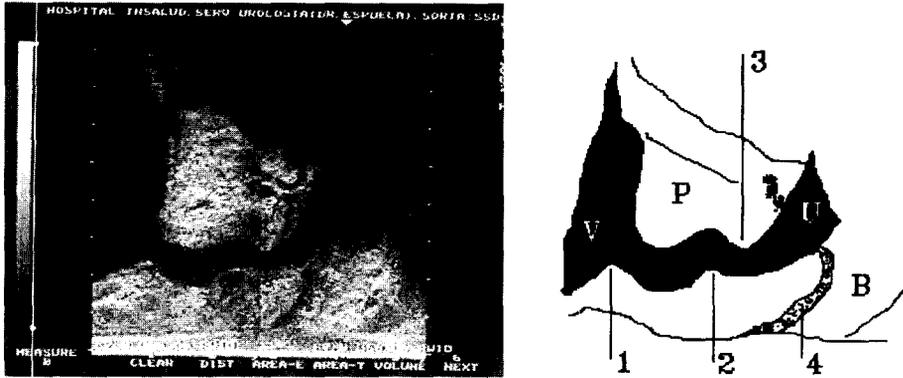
Cisto-uretrosonografía miccional normal (V: Vejiga; P: Próstata; U: Uretra; B: Bulbo del cuerpo esponjoso; 1: Cuello vesical; 2: Veru montanum; 3: Sínfisis del pubis; 4: Esfínter estriado).
